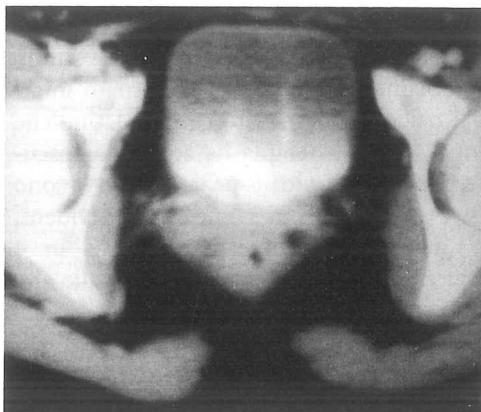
Indagine TC dopo 4 cicli di terapia nella stessa paziente della Fig. 1. Regressione pressoché completa della neoformazione; permangono soltanto delle zone a maggior densità in prossimità del piano muscolare degli otturatori
